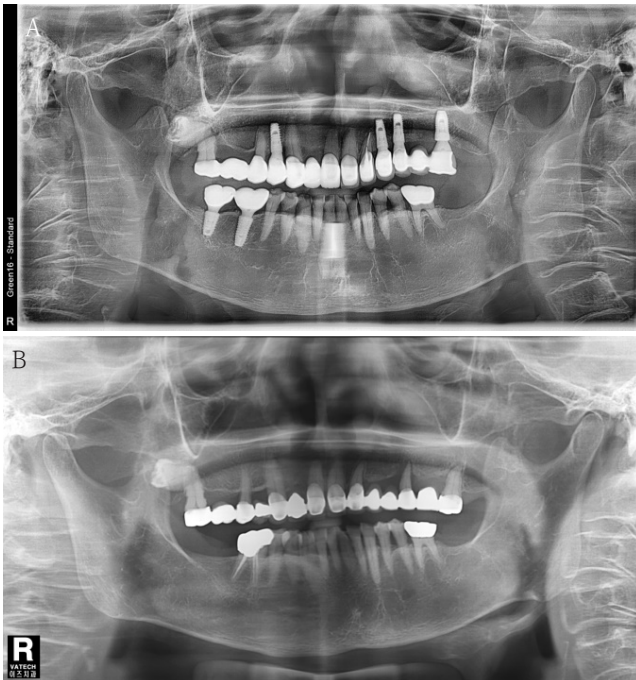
A. A panoramic radiograph at the last visit. Vertical absorption of alveolar bone around the maxillary second molar on the right side is observed, and bone resorption progressed to the root of the tooth can be confirmed. B. First visit panoramic radiograph (12 years ago). The root of the second molar and the third molar on the right side of the maxilla are close to each other, and the third molar is impacted horizontally.
